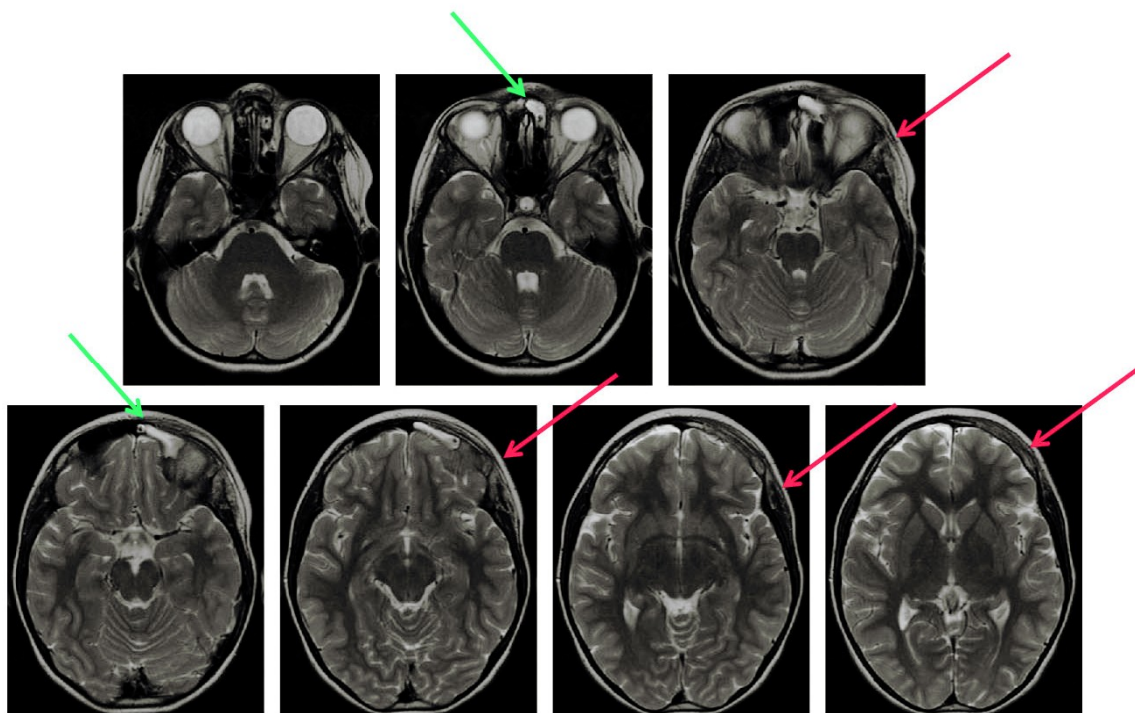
RMN cranio e orbite T2 coronale: il tessuto flogistico appare iperintenso. Flogosi del seno
